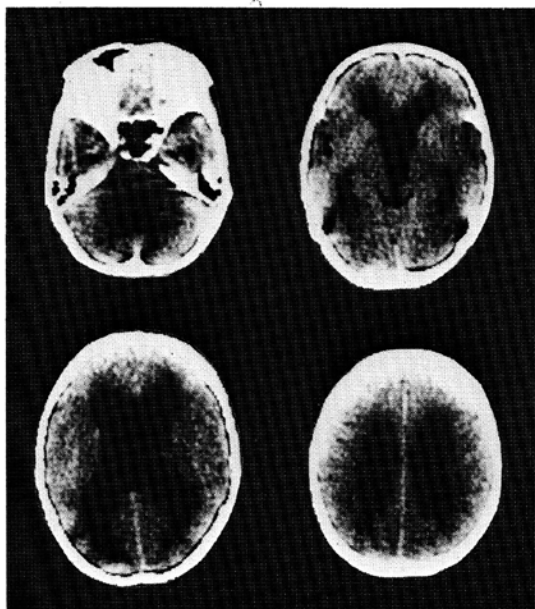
These CT scans show remarkable dilatation of lateral, third and fourth ventricle. case 1
